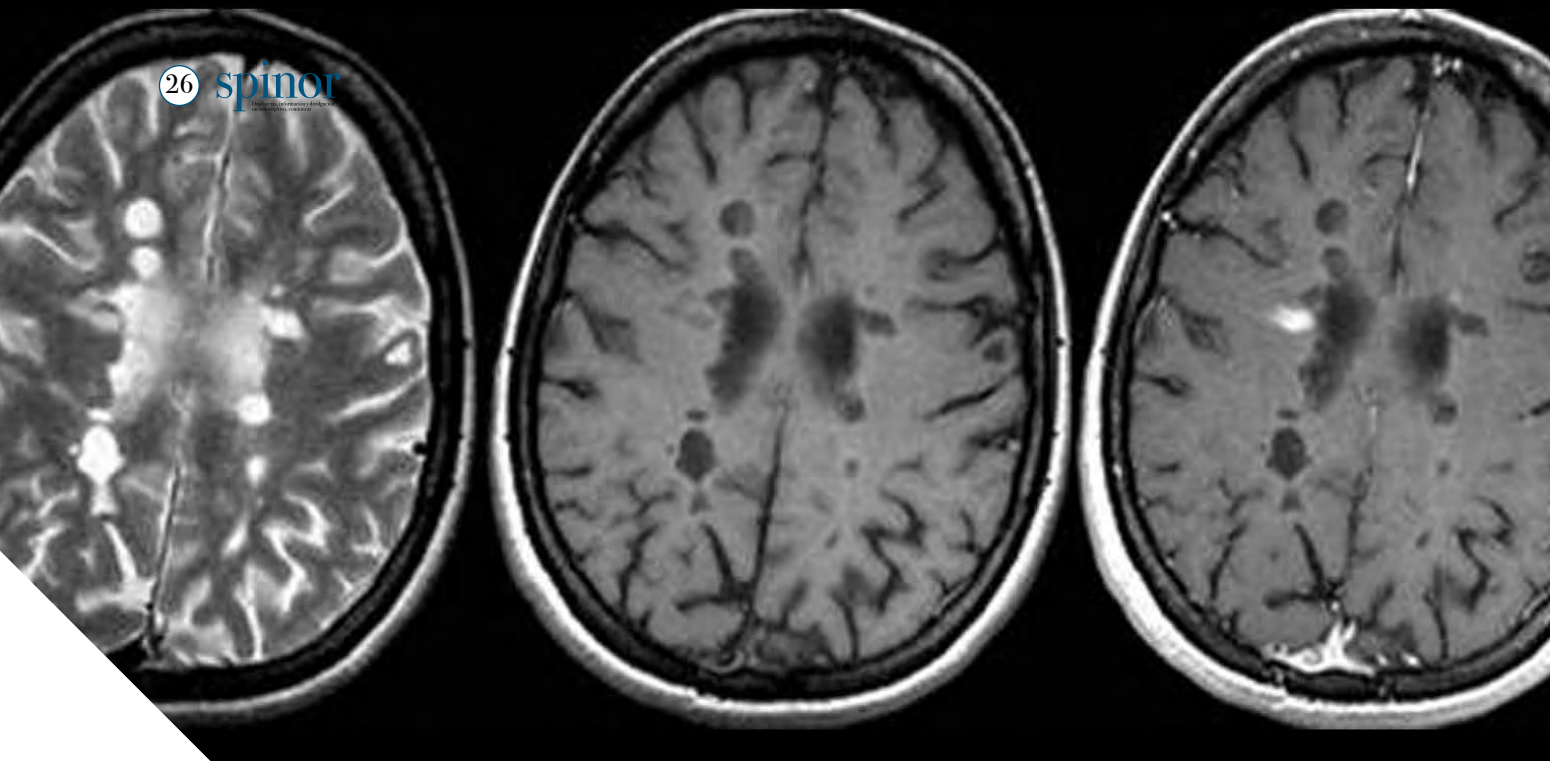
Imagen ejemplo de un estudio de resonancia magnética funcional.
